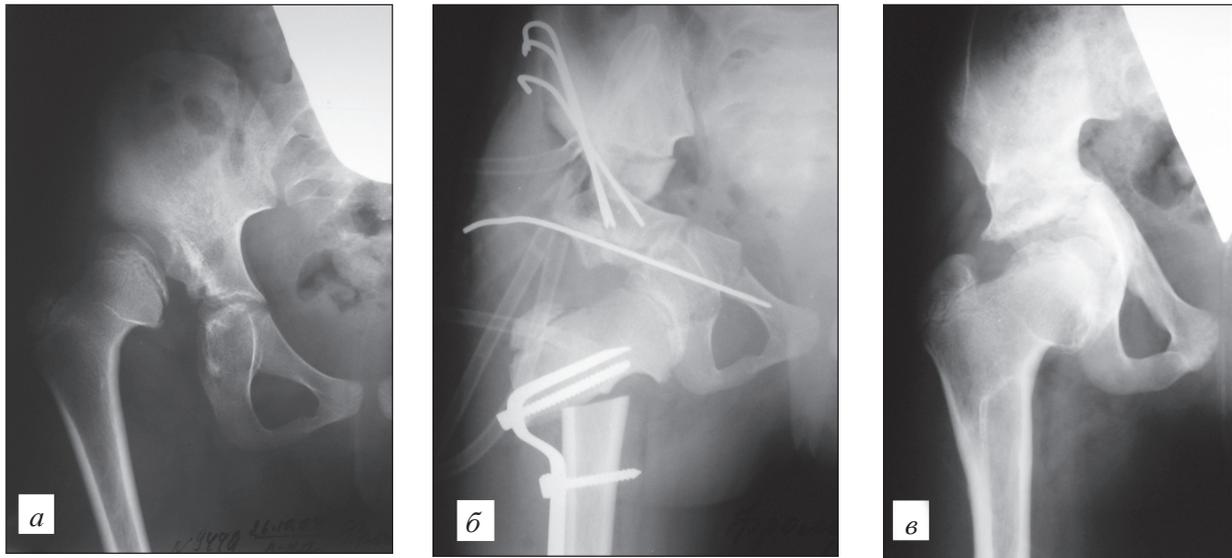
Рентгенограммы пациентки Ф., 12 лет, с врожденным вывихом правого бедра (двукратные попытки оперативного вправления).
